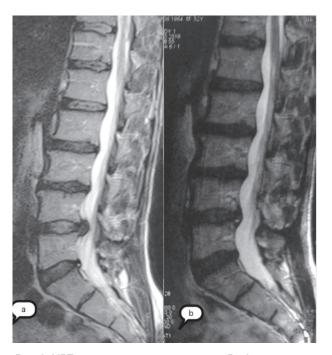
МРТ поясничного отдела пациента Р. 52 лет: a — до; b — через 9 месяцев после MBST-терапии
